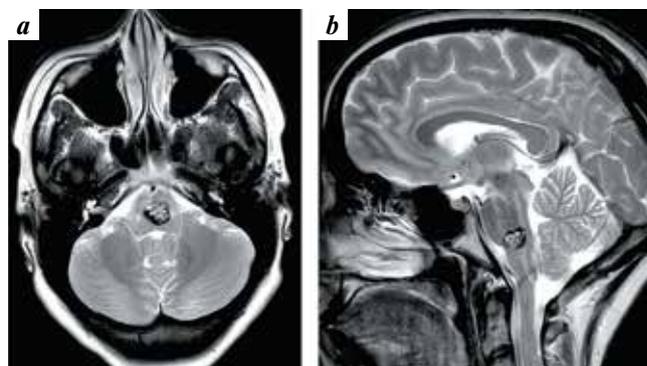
Brain magnetic resonance images of female patient K.: coronal (a) and sagittal (b) projections. Cavernous angioma of the pons Varolii
